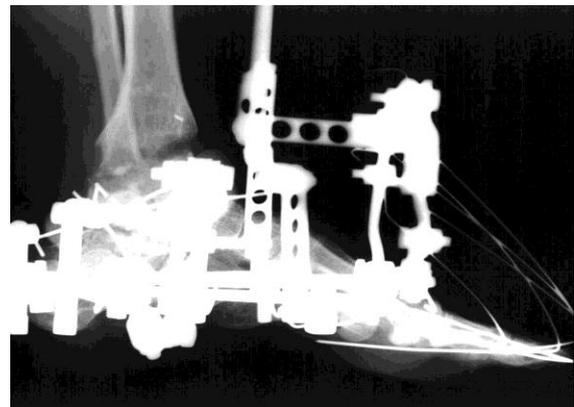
Рентгенограмма левой стопы больной Б. в процессе коррекции деформаций
